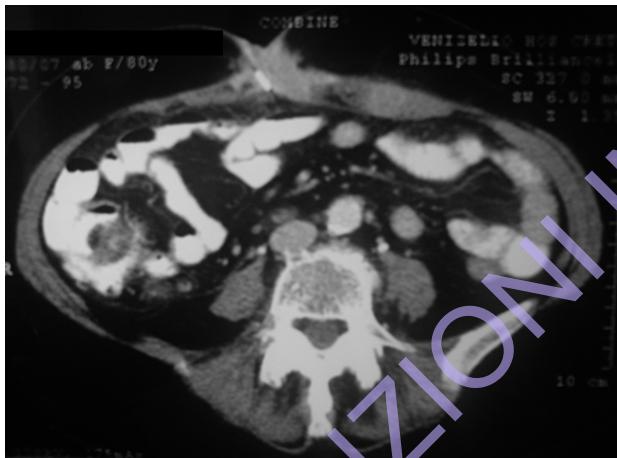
TC . Massa ombelicale solida.
